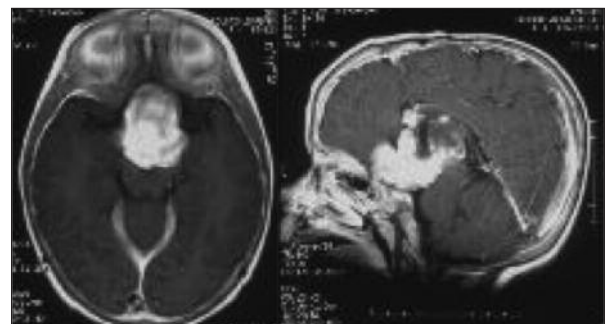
Imagens de RMN, no plano axial e sagital, ponderadas em T1, após administração de gadolínio, realizadas aos 12 meses de idade. Volumosa lesão supraselar com extensão selar e subfrontal com 49 mm de maior diâmetro antero-posterior e 35 mm de maior diâmetro transversal, que comprime o diencefalo e condiciona hidrocefalia biventricular. A lesão inclui os nervos, quiasma e tractos ópticos bem como a haste hipofisária que não são identificáveis e desloca inferiormente a hipófise, lateralmente as artérias carótidas internas e superiormente os segmentos A1 das artérias cerebrais anteriores. A lesão tem sinal heterogêneo, predominantemente isoíntenso em T1 e hiperíntenso em T2 e FLAIR, realçando com gadolínio de forma intensa e igualmente heterogênea.
